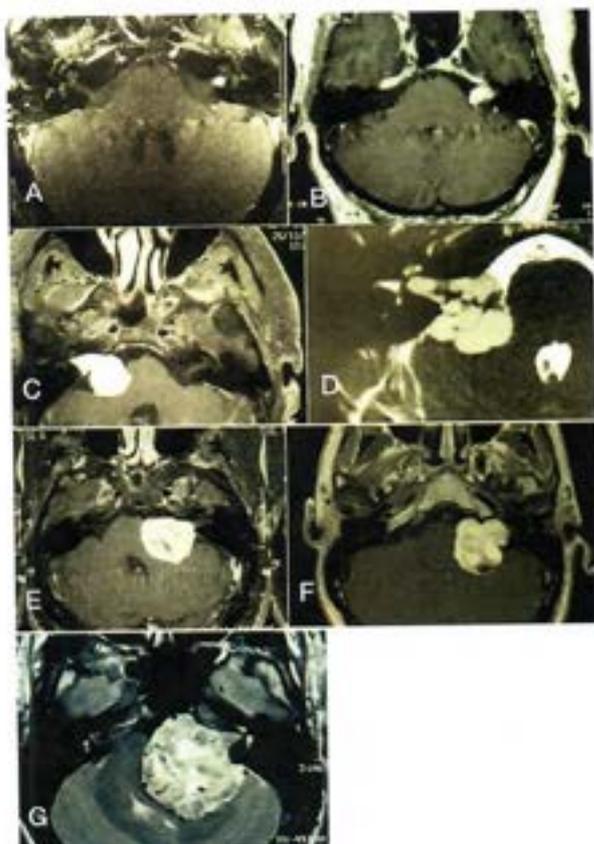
RMN de distintos tamaños de SV. (A) SV grado 0 Intracanalicular. (B) SV Grado I. (C) SV Grado II. (D) SV Grado II quístico. (E) SV Grado III. (F) SV Grado IV. (G) SV Grado V.
